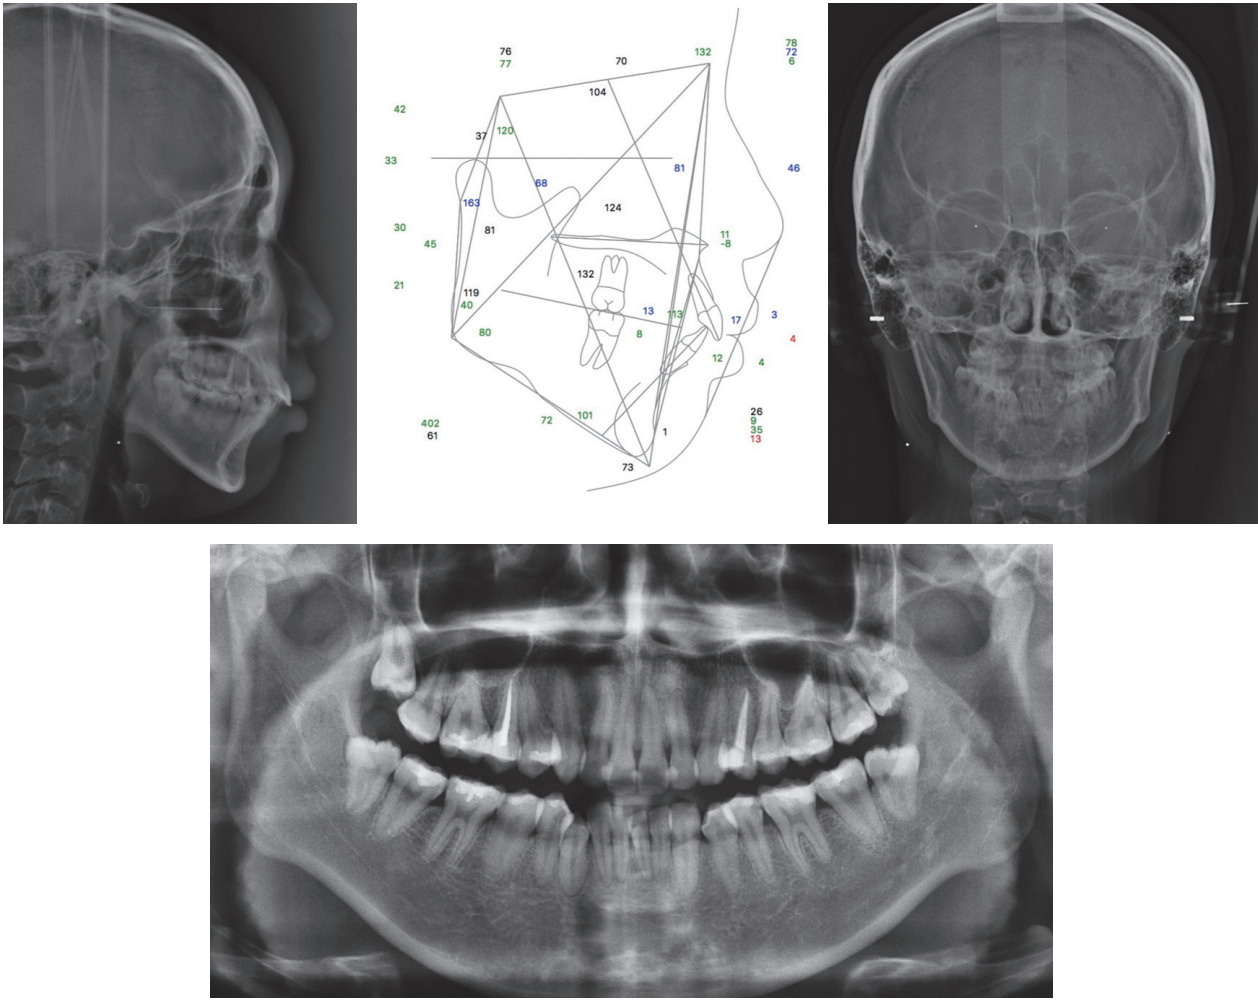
Cephalometric and panoramic radiographs before treatment.
